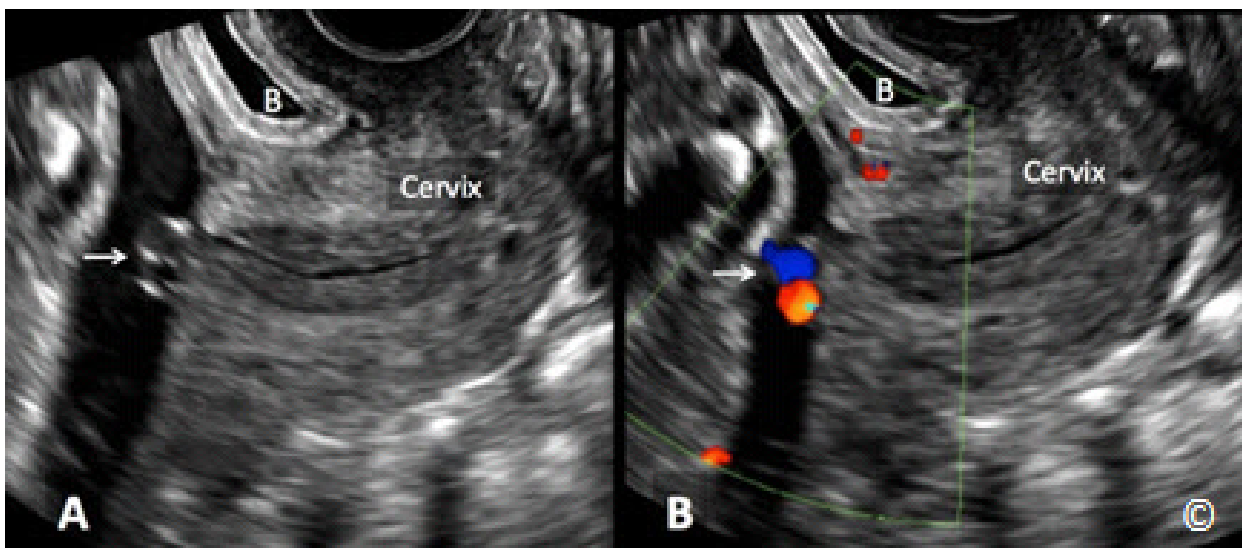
A y B: Ultrasonido transvaginal a finales del segundo trimestre en escala de grises (A) y Doppler de color (B) que muestra una vasa previa con el cordón umbilical atado (flecha) al cérvix (la etiqueta). B = vejiga.
